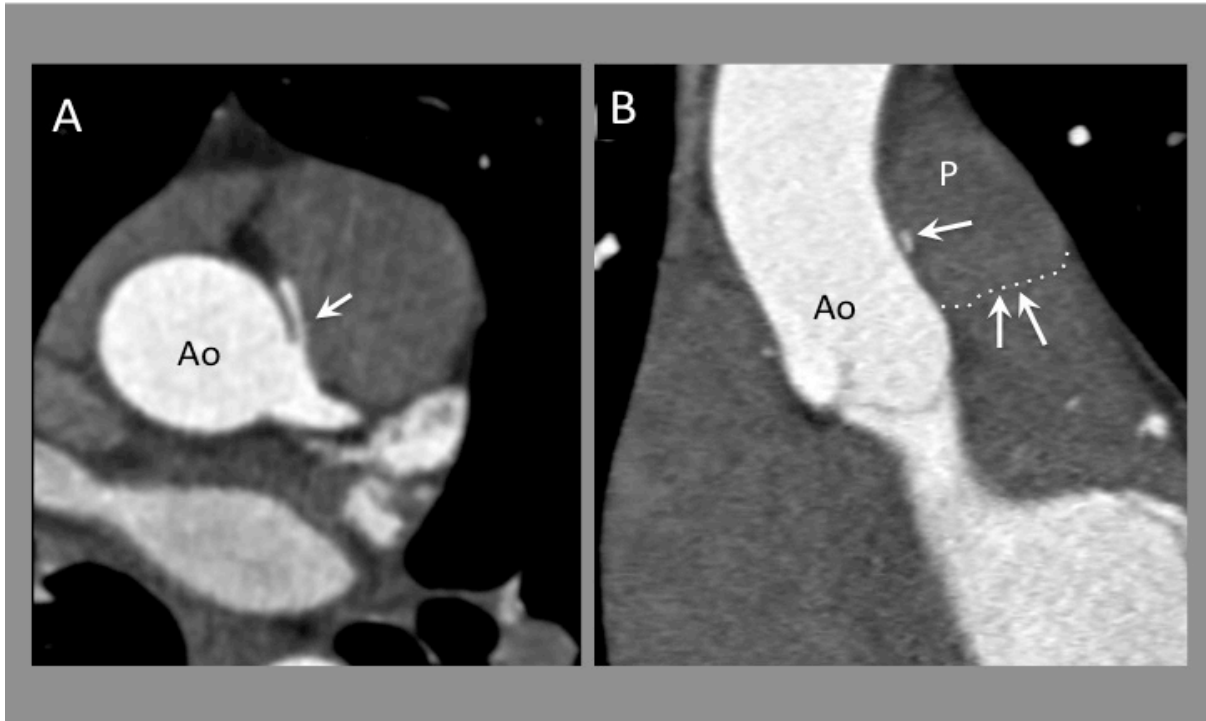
Angio TAC coronario. ARCA de recorrido alto (suprapulmonar, caso 10). A.- Salida anómala de CD desde seno de Valsalva izquierdo (flecha). B.- Salida de la coronaria anómala (flecha) por encima de la válvula pulmonar (doble flecha señalando línea discontinua que representa la válvula pulmonar). Ao: Aorta. P: Arteria pulmonar.
